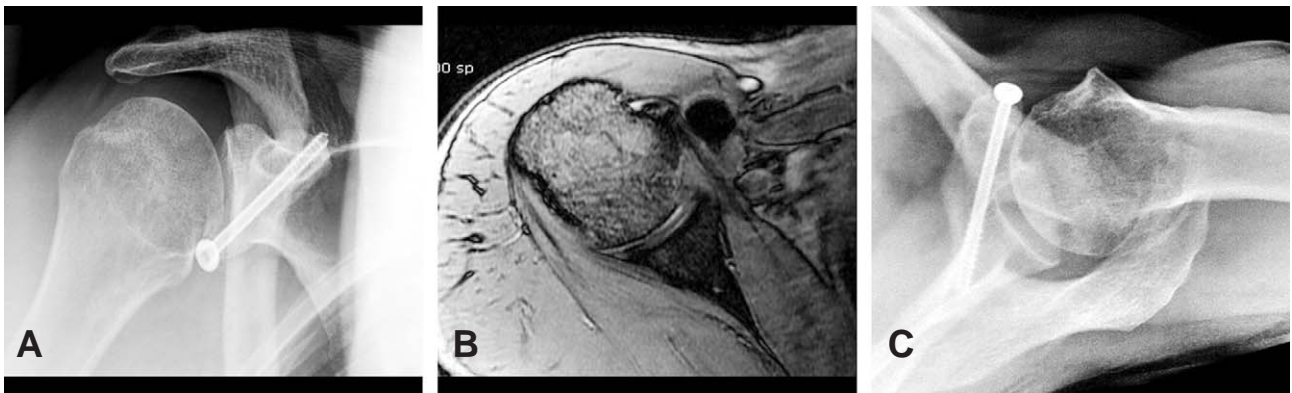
(A) Apical oblique and (B) axillary radiograph showed healed previous coracoids fracture and abutment between screw head and lesser tuberosity. (C) Axial T2-weighted MR image showed narrowed coracohumeral interval.
